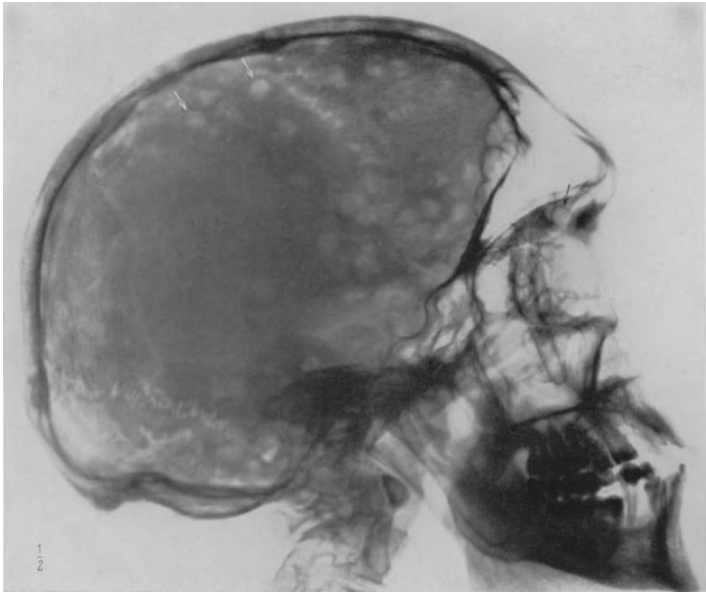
Transversale Aufnahme. Multiple Myelome (↓) im Schädeldach. (Röntgeninstitut Krankenhaus im Friedrichshain.)
